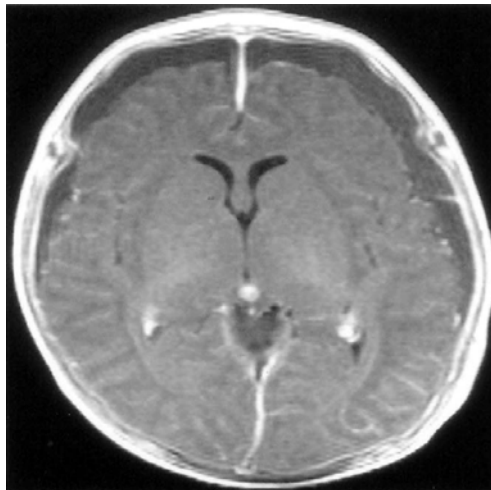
Contrast-enhanced T1-weighted image shows low signal SDH in both fronto-parietal area and diffuse linear dural enhancement.
